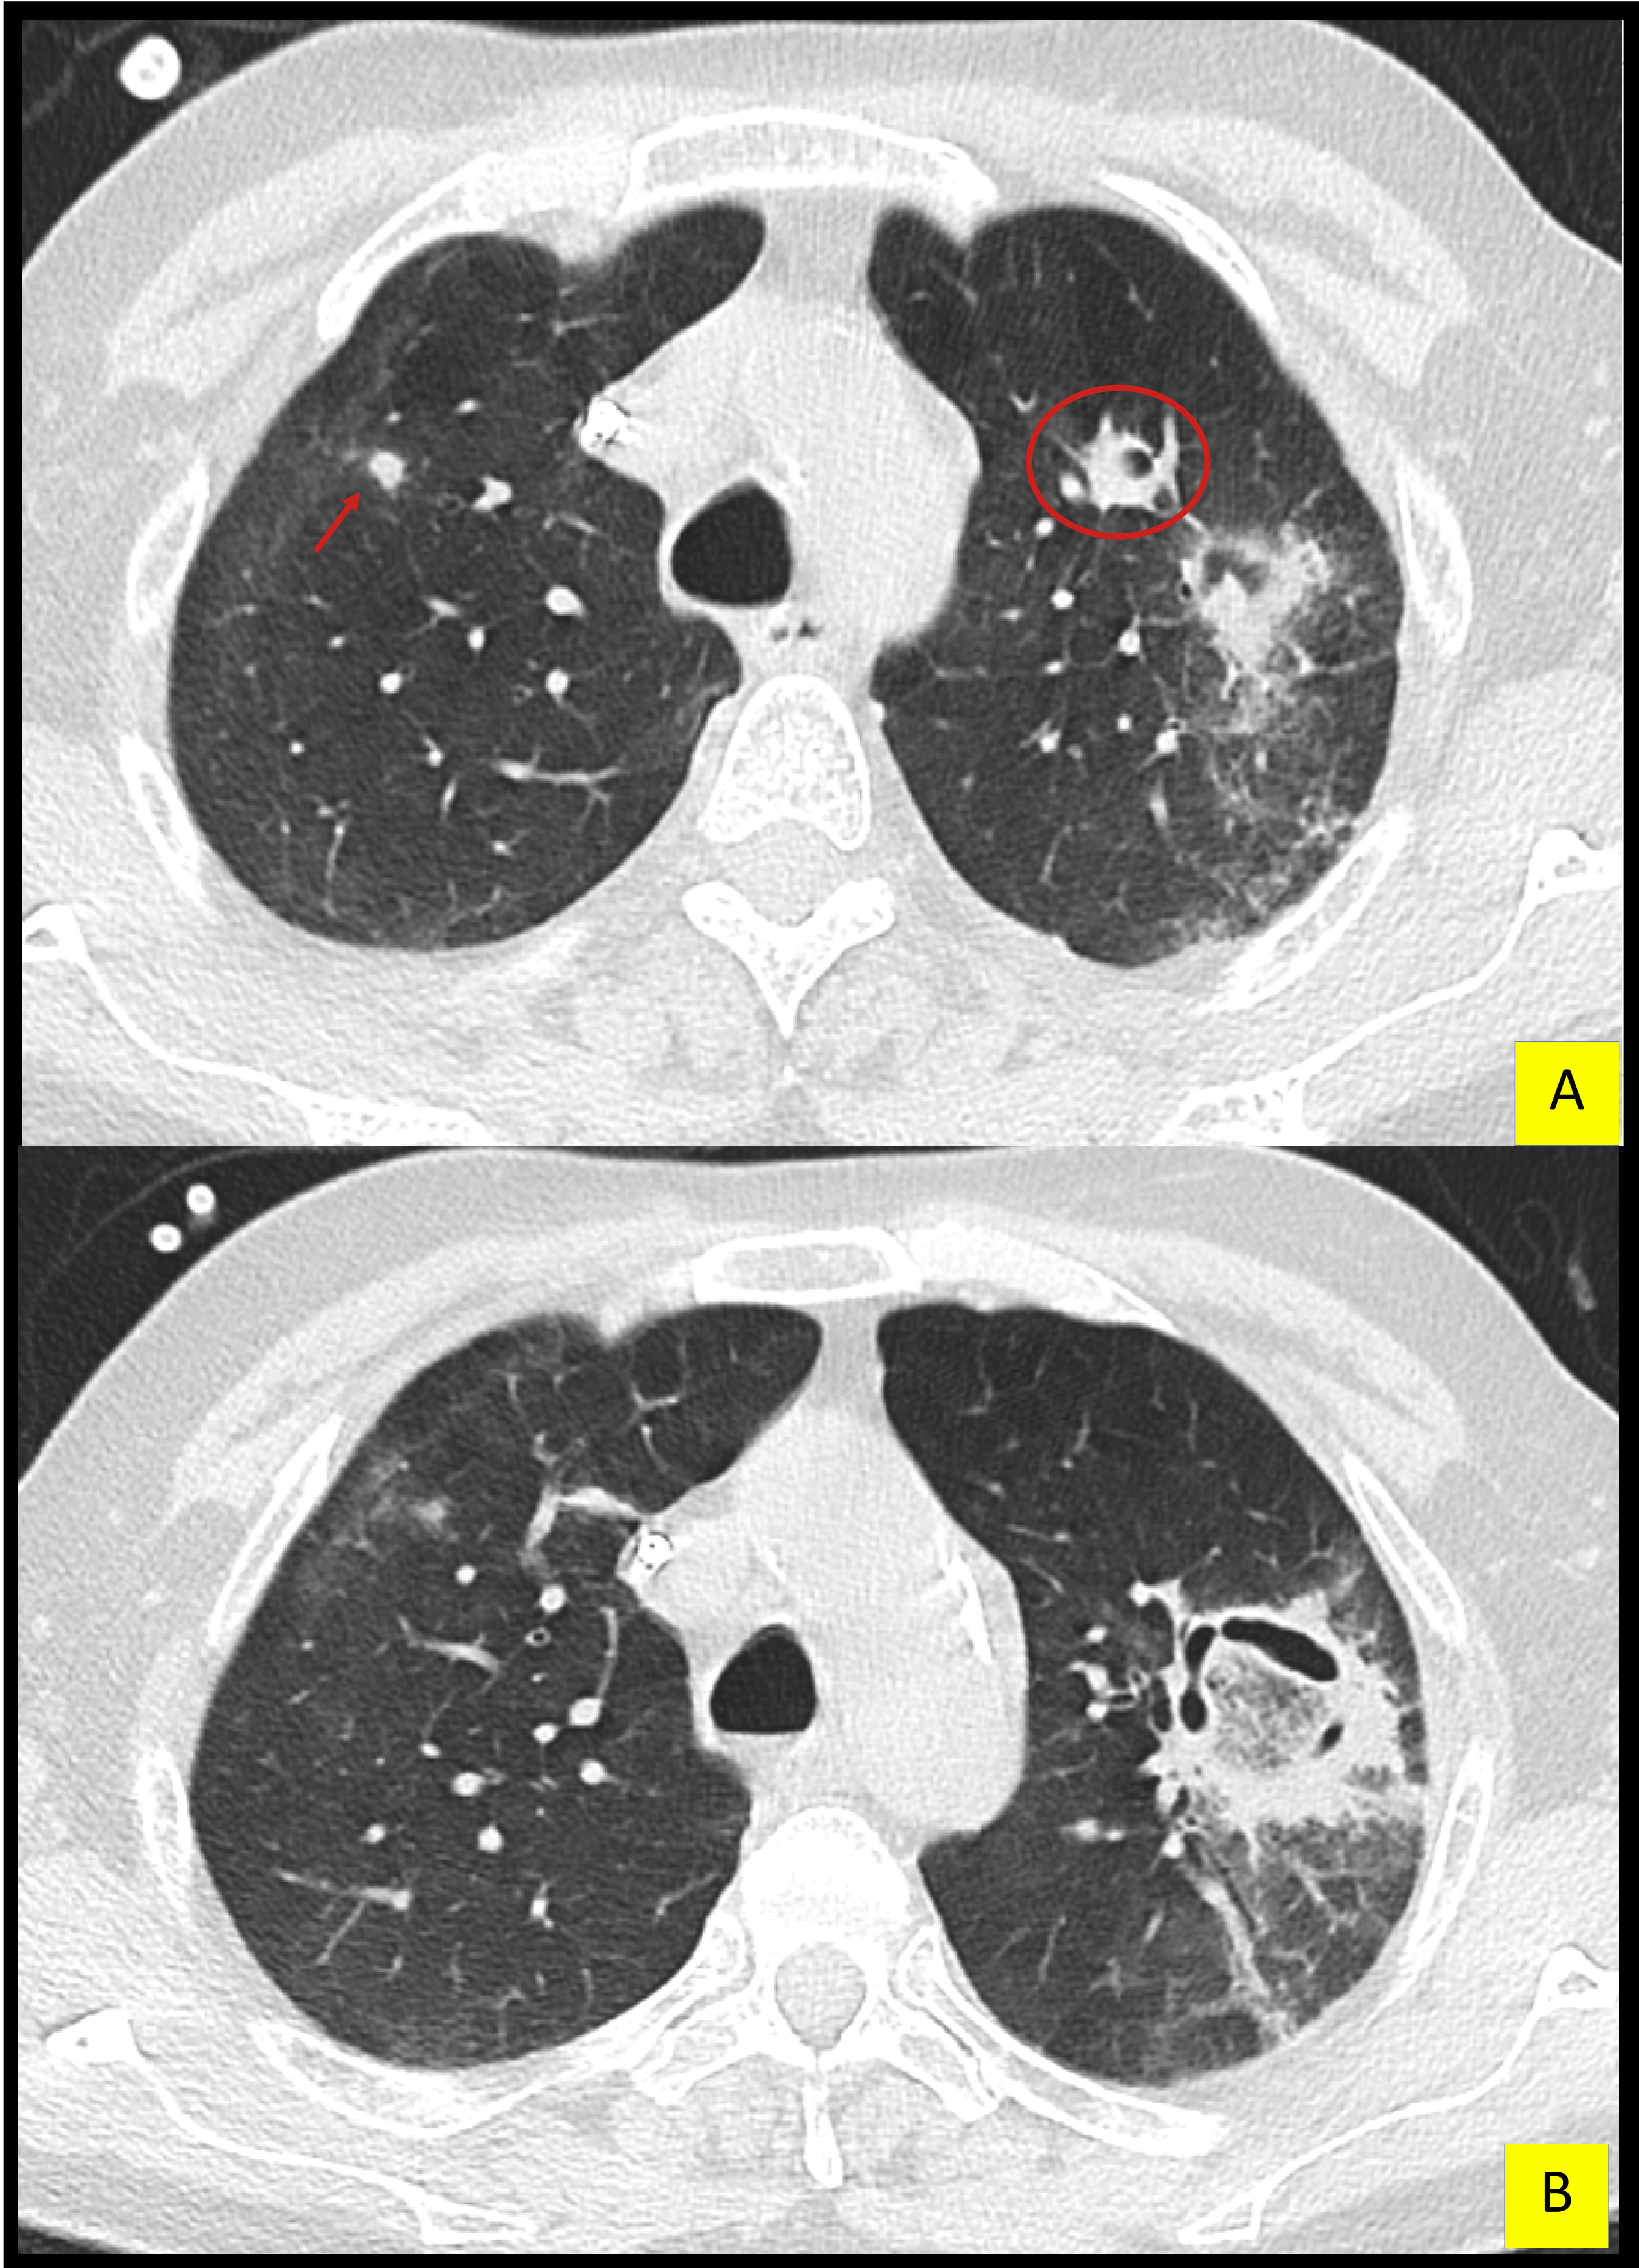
TC torácico corte axial del mismo paciente de las figuras 15 y 16, con lesión pulmonar parcialmente cavitada, con contenido en vidrio deslustrado en su interior en el LSI (signo del halo invertido), que se asocia a otra lesión nodular parcialmente cavitada de localización más superior y anterior en el mismo LSI (círculo rojo) y otras lesiones pulmonares nodulares en el LSD (flecha roja). Se confirmó mucormicosis por *Lichtheimia corymbifera*.
